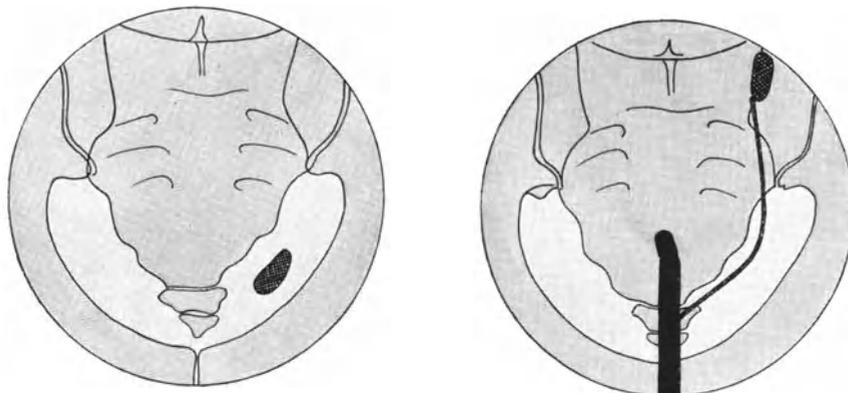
Röntgenpausen. Der Schatten ist durch die Sonde nach oben verschoben worden, ist also im Harnleiterstein. (Nach Arcelin.)
